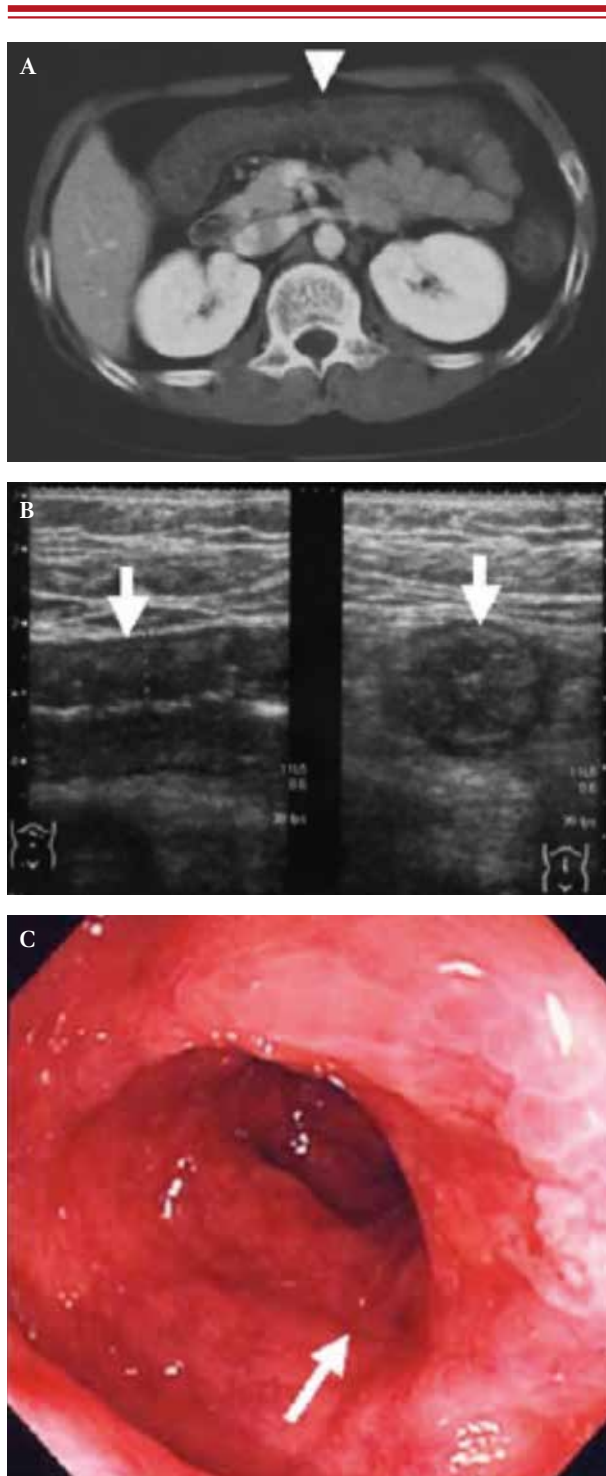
Imágenes diagnósticas de colitis isquémica por tomografía. A) Engrosamiento de la pared del colon transverso (flecha). B) Ultrasonido (flecha). C) Colonoscopia: edema difuso, sangrado y úlcera longitudinal de la túnica mucosa.
